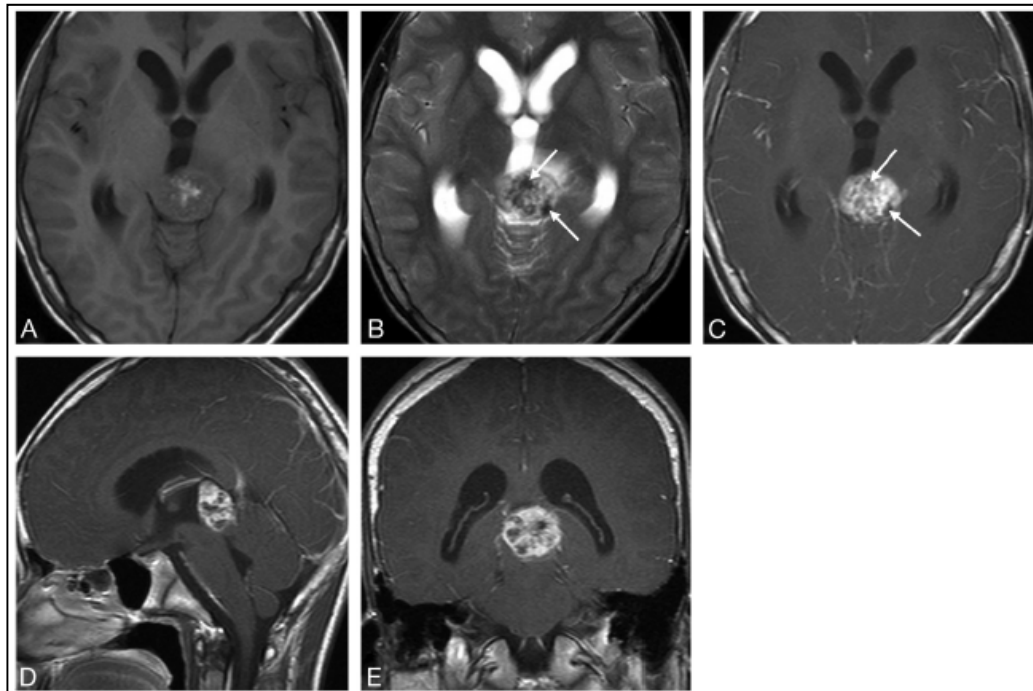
IRM cérébrale d'un choriocarcinome de la région pinéale [36]
